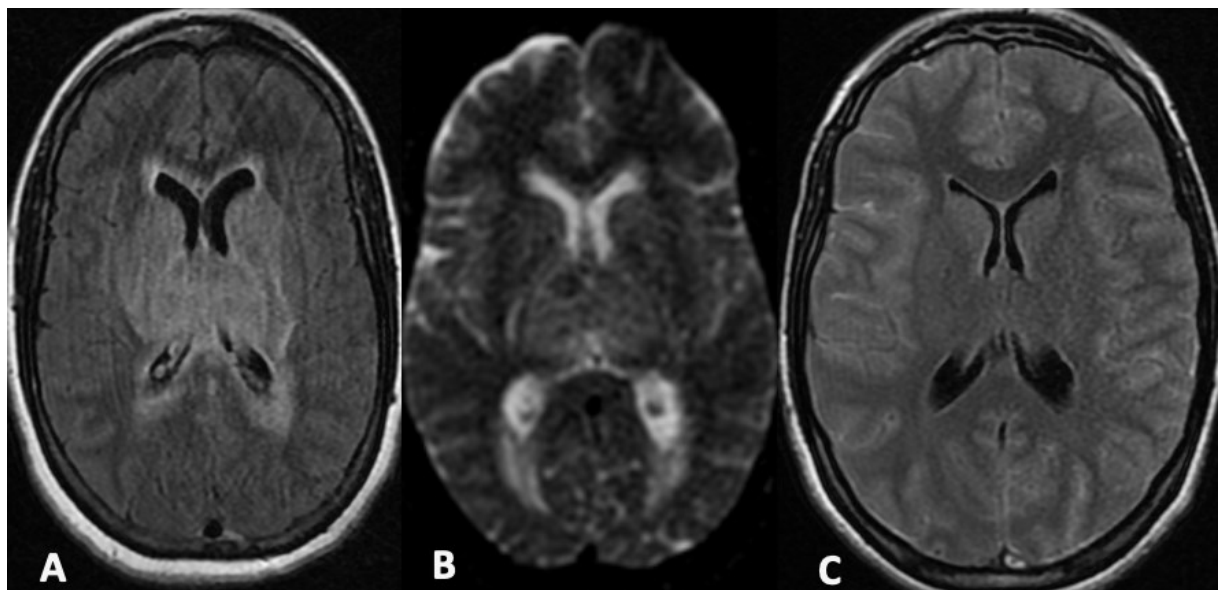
IRM cérébrale montrant un œdème focale des NGC en bilatéral [en hypersignal FLAIR (A)] sans restriction en ADC (B) avec signes d'hydrocéphalie active secondaire à une TVC profonde et un cas d'œdème cérébrale diffus en hypersignal FLAIR (C) secondaire à une TVC étendu du SSS.
